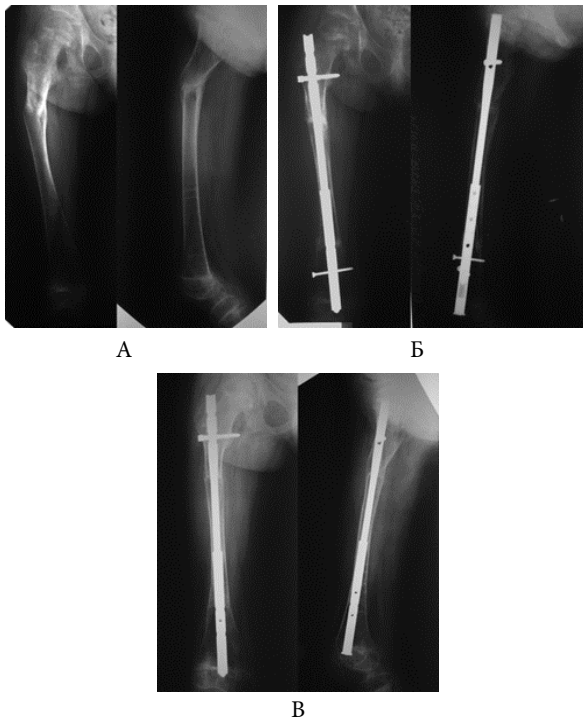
Пацієнтка з недосконалим остеогенезом, 10 років, рентгенограми стегнової кістки справа у передній та боковій проекціях: А — деформація правої стегнової кістки до операції; Б — металоостеосинтез розробленою інтрамедулярною телескопічною конструкцією, досягнуто зрощення остеотомій після хірургічної корекції деформації; Б' — інтрамедулярна конструкція переведена в режим "росту", 6 місяців після вилучення блокуючих гвинтів з дистальної частини стрижня та його телескопічної складової.
